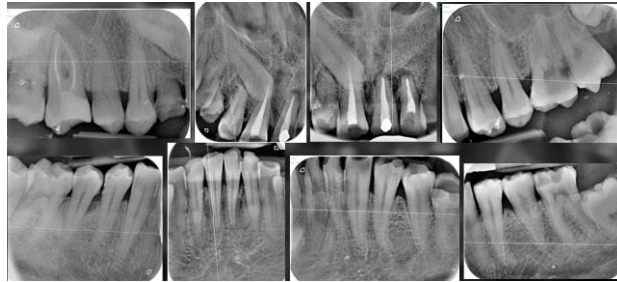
Radiografías periapicales.
